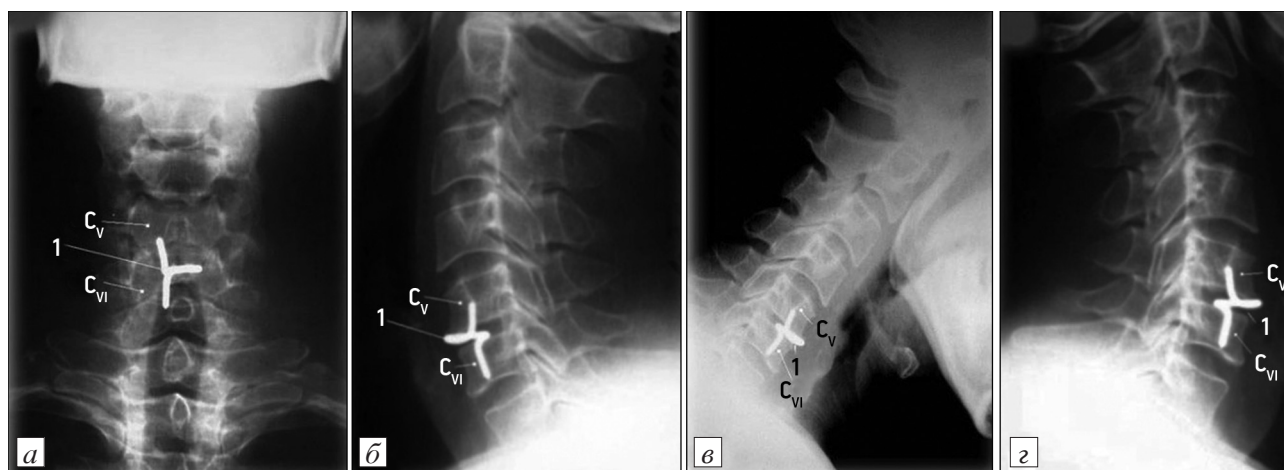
Обзорные (а, б) и функциональные — в положении сгибания (в) и разгибания (г) — рентгенограммы шейного отдела позвоночника после операции артропластики МПД C_V-C_{VI} NiTi-эндопротезом (1)
